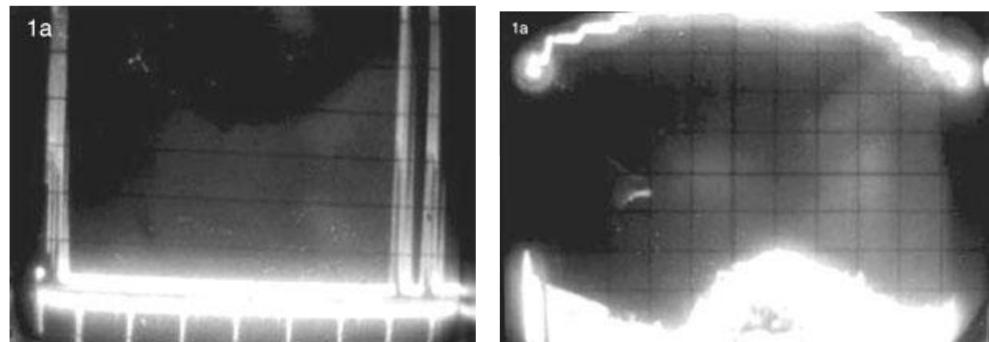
Primeras imágenes obtenidas con ultrasonidos de un quiste ovárico gigante.
